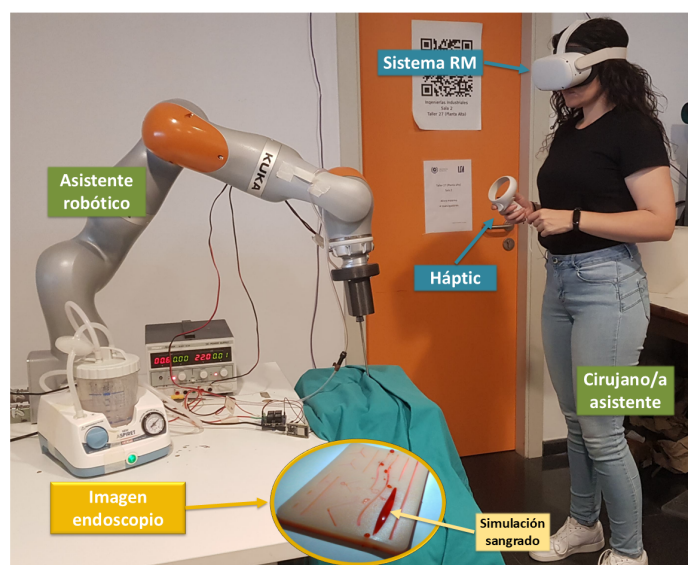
Montaje experimental para demostrar la viabilidad del sistema propuesto. En la imagen se puede visualizar tanto el asistente robótico dotado de una herramienta de aspiración, como la cirujana asistente con la consola de teleoperación propuesta, formada por el sistema de RM y el háptico. Además, se muestra la imagen del endoscopio y la simulación de sangrado que se ha utilizado para realizar el experimento.
